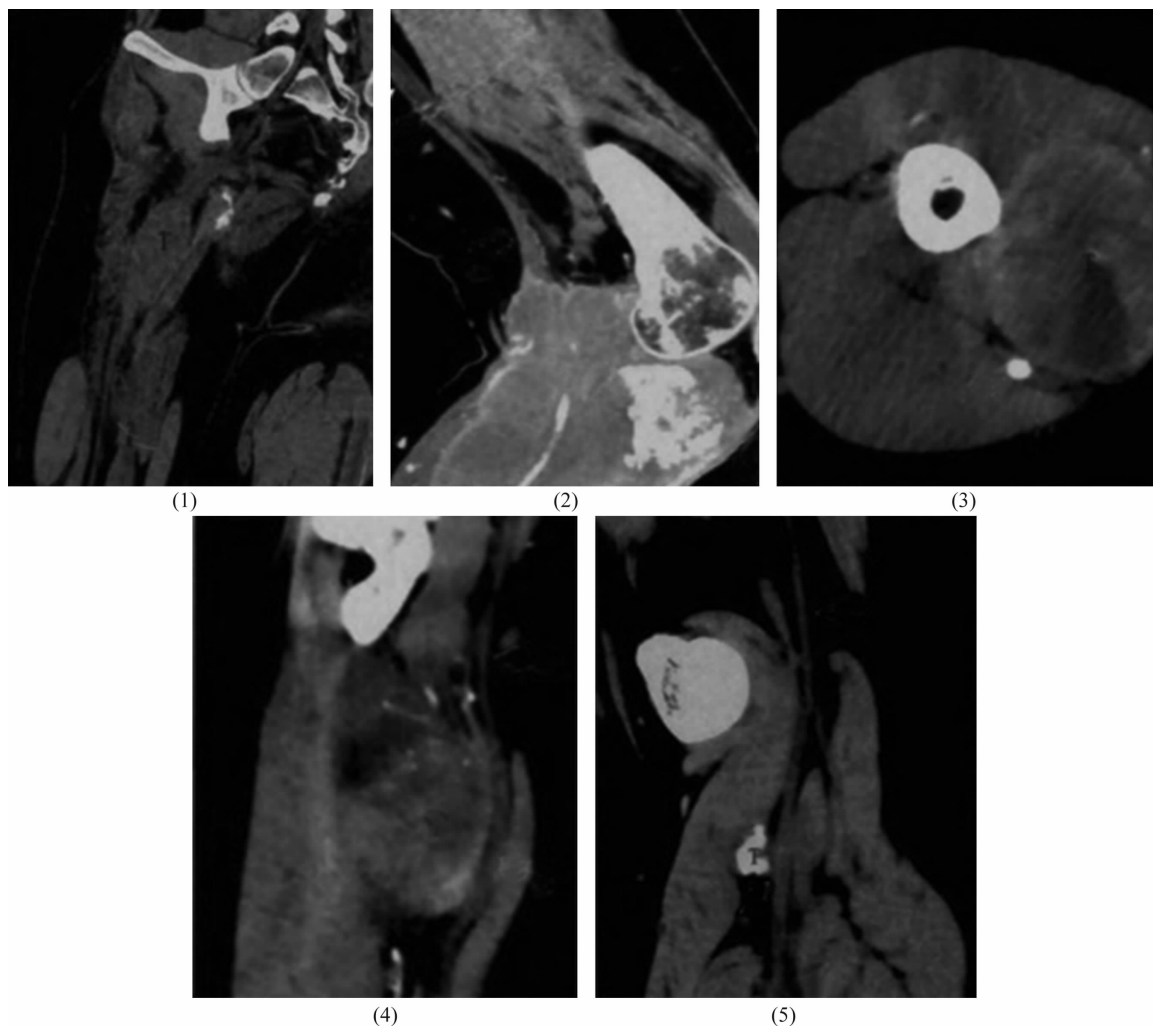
骨或软组织肿瘤患者术前 CT 周围神经重建图像
